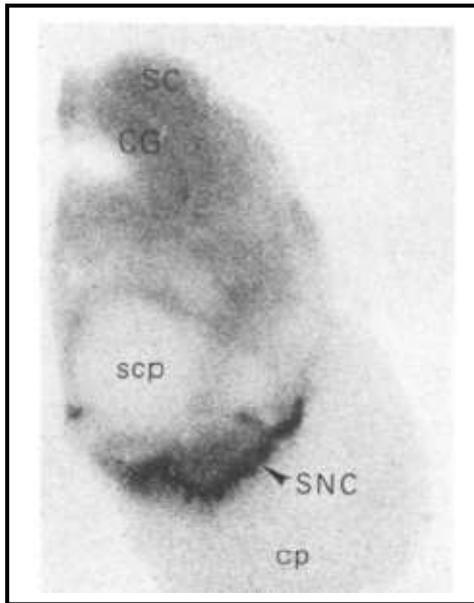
Autoradiographische Charakterisierung von [¹²⁵I]Oxytocin-Antagonist (OTA)-Bindungsstellen in der Substantia nigra im Transversalschnitt durch das Mittelhirn einer 78-jährigen Frau. SNC: Substantia nigra, pars compacta; SC: Colliculus superior; CG: zentrales Höhlengrau; scp: Pedunculus cerebellaris superior; cp: Pedunculus cerebralis; (aus Loup et al. 1991)
